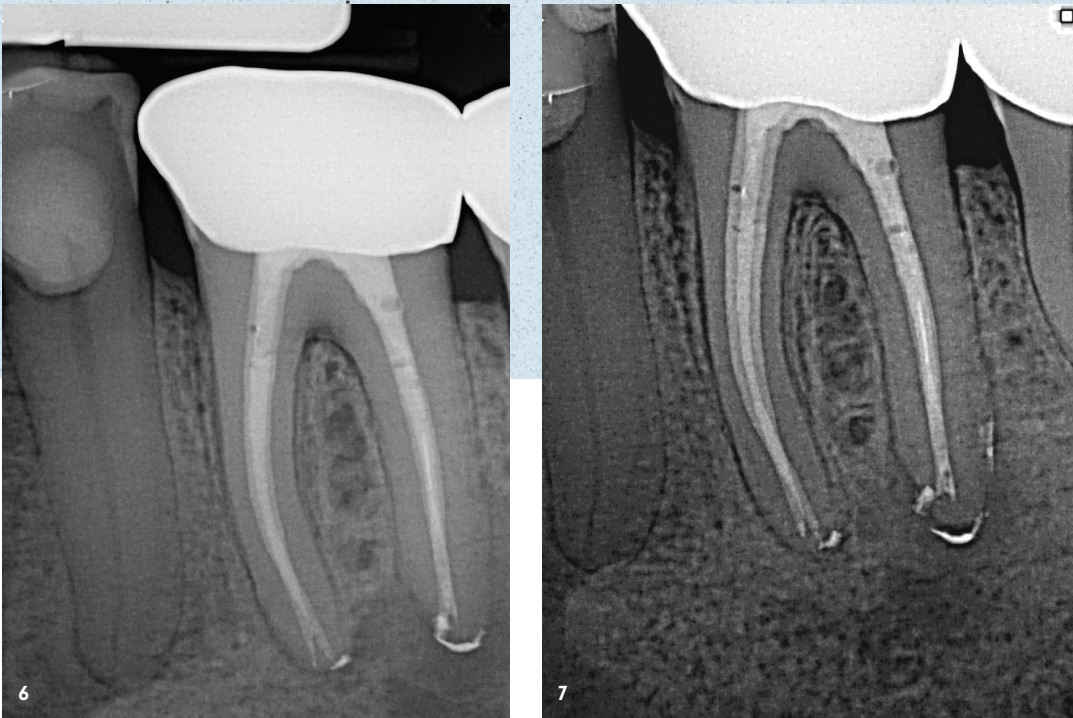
Abschlussröntgenbild. – Abb. 7: Kontrollröntgenbild nach drei Monaten.
